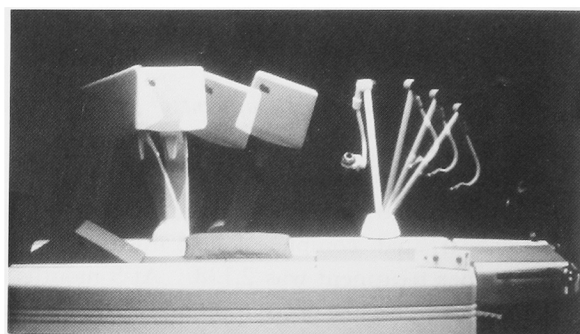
The ultrasound localization arm has six degrees of freedom and may be mobilized as a regular ultrasound probe, permitting stone localization with 2 mm precision. The integrated digital slit-scan localization system is a new design that requires two images taken at different incidences to complete stone targeting.
